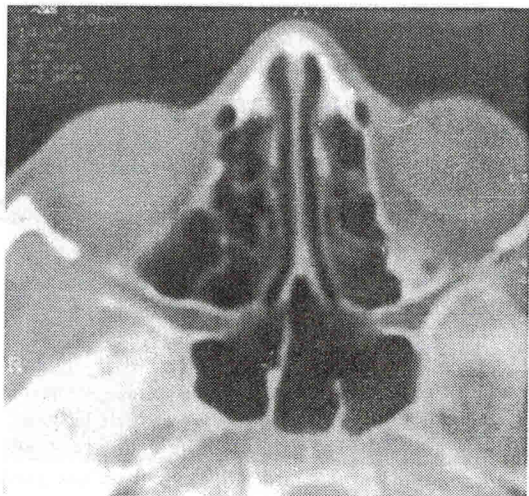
Компьютерная томограмма клиновидных пазух (аксиальная проекция) девочки 8 лет.
